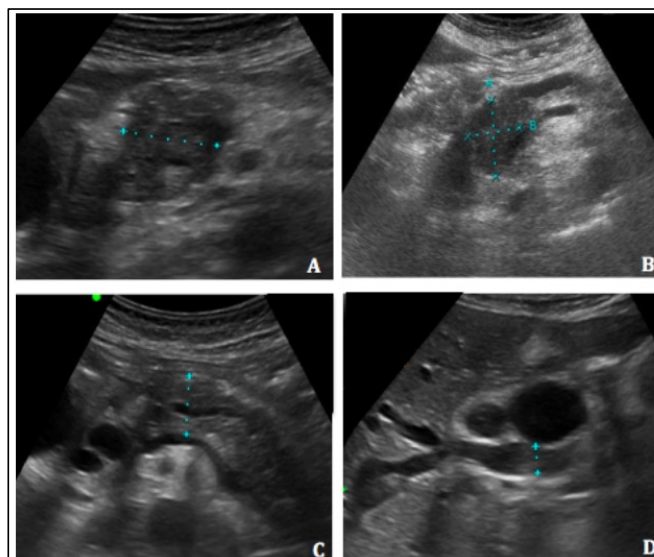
Imágenes de ecografía abdominal modo B. A y B: masa hipocogénica de contornos irregulares situada en cabeza pancreática, correspondiente a ADCP. C y D: dilatación de ducto pancreático principal y vía biliar, como signos indirectos de sospecha de tumoración pancreática.
